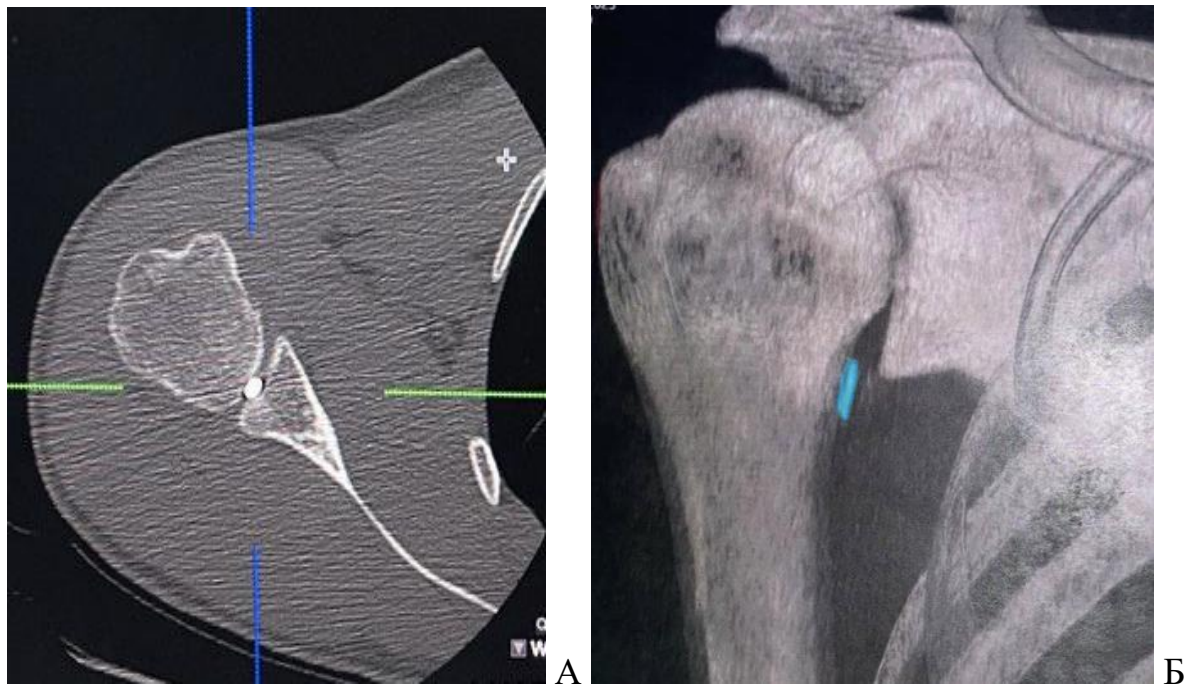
МСКТ правого плечового суглобу: А – аксіальна проекція на першу добу після поранення: внутрішньо-суглобове стороннє тіло (металевий осколок) знаходиться між суглобовою поверхнею лопатки та головкою плечової кістки; Б – 3D реконструкція на третю добу після поранення: внутрішньо-суглобове стороннє тіло (металевий осколок) знаходиться нижче нижнього краю суглобової впадини лопатки.
